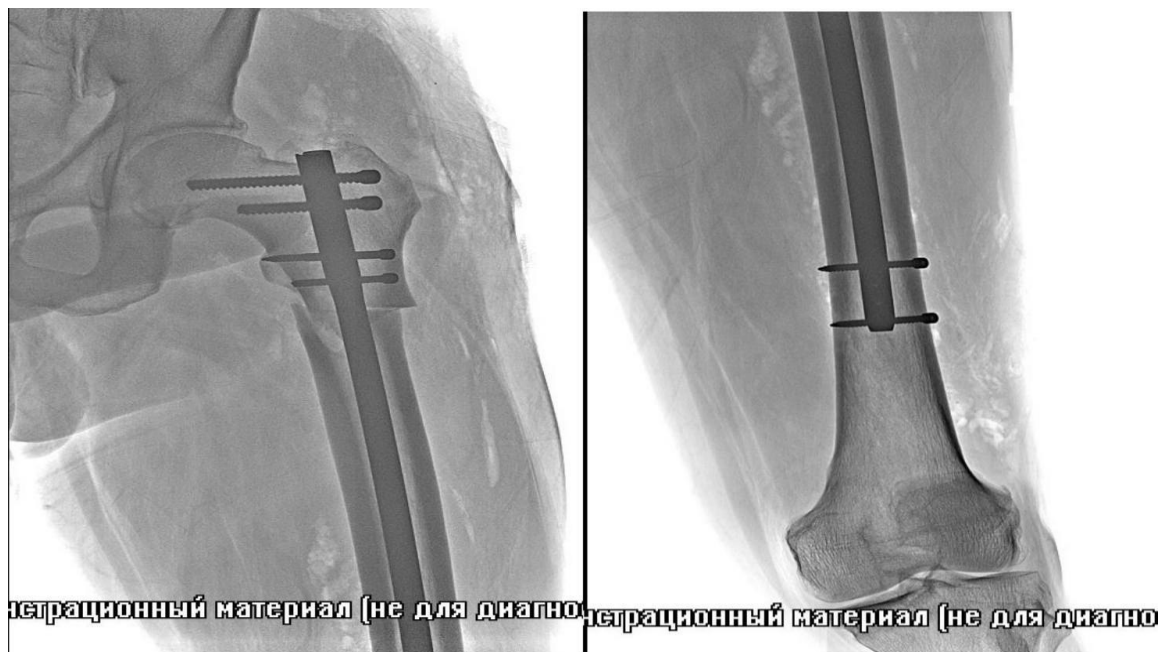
Рентгенограммы пациента С.: интрамедуллярный остеосинтез
